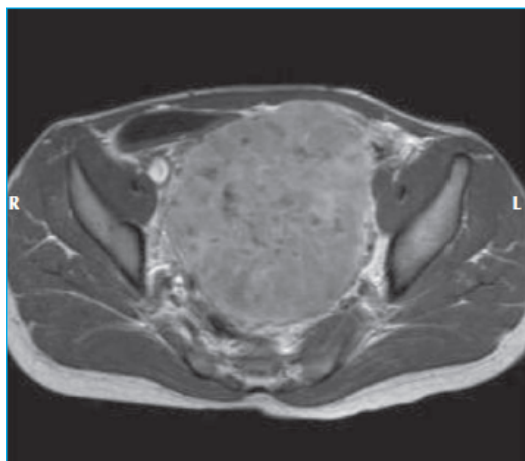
Séminome ovarien chez une jeune fille de 12 ans. IRM coupe axiale, séquence en pondération T1 après injection de produit de contraste.
